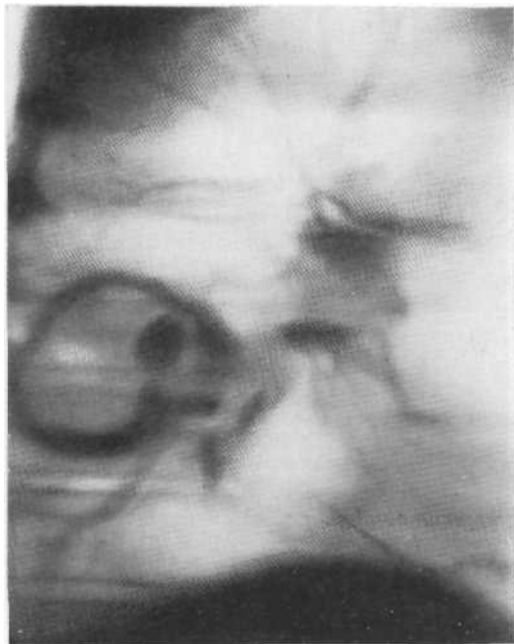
Томограмма в боковой проекции с поперечным направлением размазывания. В нижней доле — периферический рак с центральной полостью распада. Наружные контуры бугристые. Операция.
